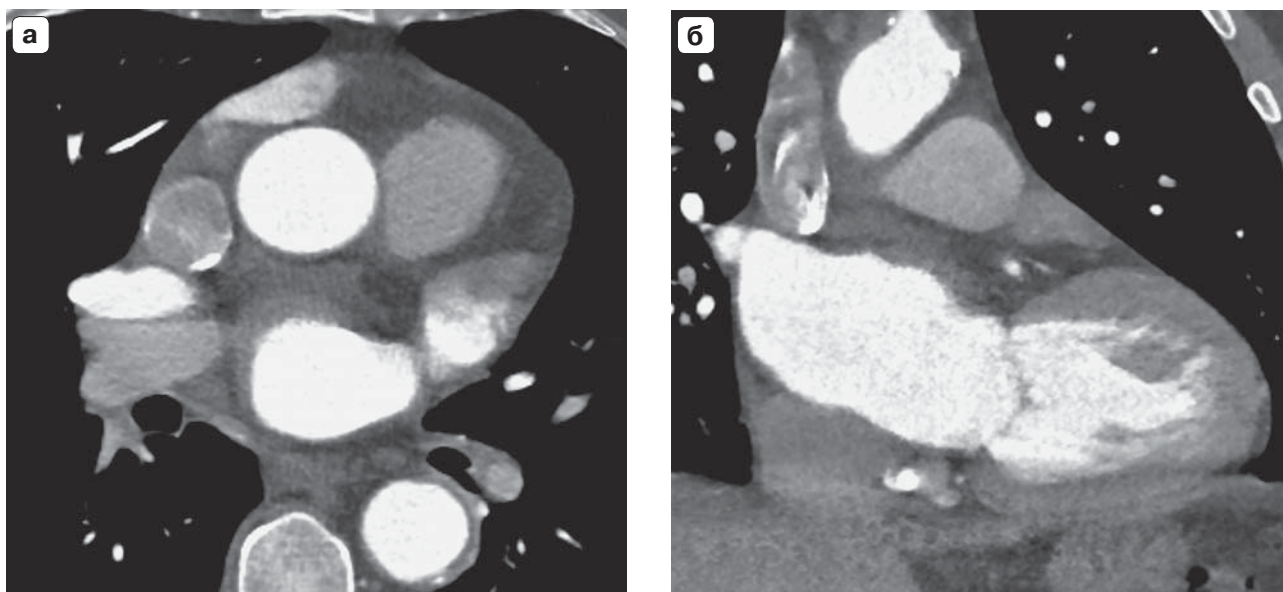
КТ, монофазное контрастное усиление, артериальная фаза (а – аксиальная реконструкция, б – корональная реконструкция). В ушке ЛП определяется дефект контрастирования с нечеткими контурами, занимающий до 1/2 объема ушка, вероятно, тромб. При ЧПЭхоКГ: в полости и ушке ЛП выраженный эффект спонтанного эхоконтрастирования, дополнительных образований не выявлено.
